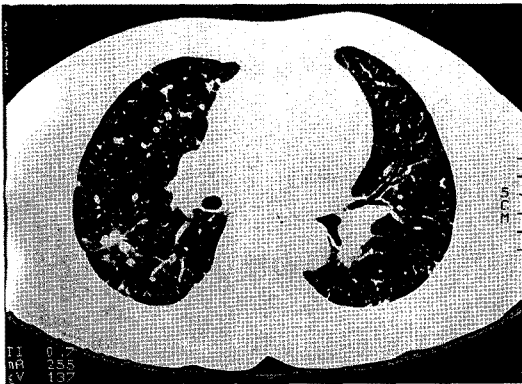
HRCT shows several micronodules along the right major fissure and both lungs with random distribution.
